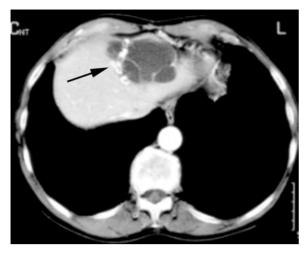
71-jähriger Patient mit Echinococcus-granulosus-Zyste Typ III im linken Leberlappen. In der kontrastverstärkten CT Septierung und Tochterzysten sowie schollige periphere Verkalkungen (*Pfeil*)
